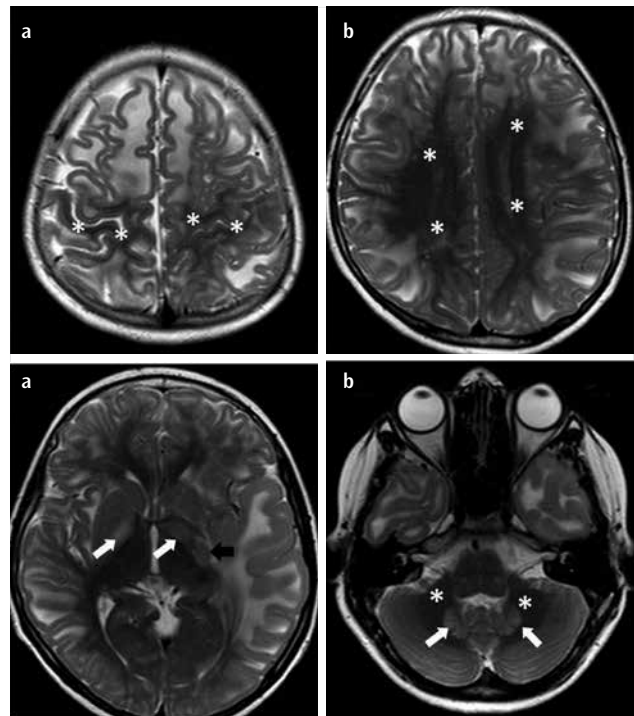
a-d. Subcortical white matter hyperintensity with centripetal involvement is seen on T2-weighted axial images. Note that periventricular and perirolandic subcortical white matter is relatively spared (asterisks) (a, b). Bilateral globi pallidi and dentate nuclei hyperintensities are seen (white arrows) (c, d). A small focal lesion lateral to the left basal ganglia is seen (black arrow) (c). The cerebellar white matter is spared (asterisks) (d).
